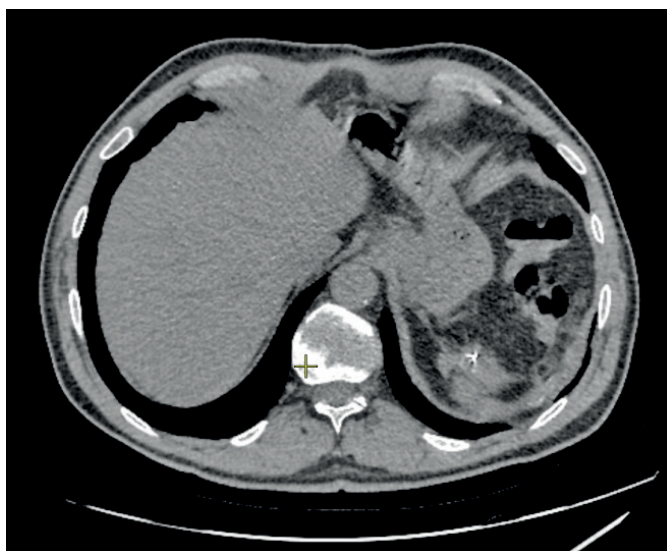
КТ-снимок органов брюшной полости от марта 2023 г. Отграниченное жидкостное скопление в ложе селезенки 14×45 мм
